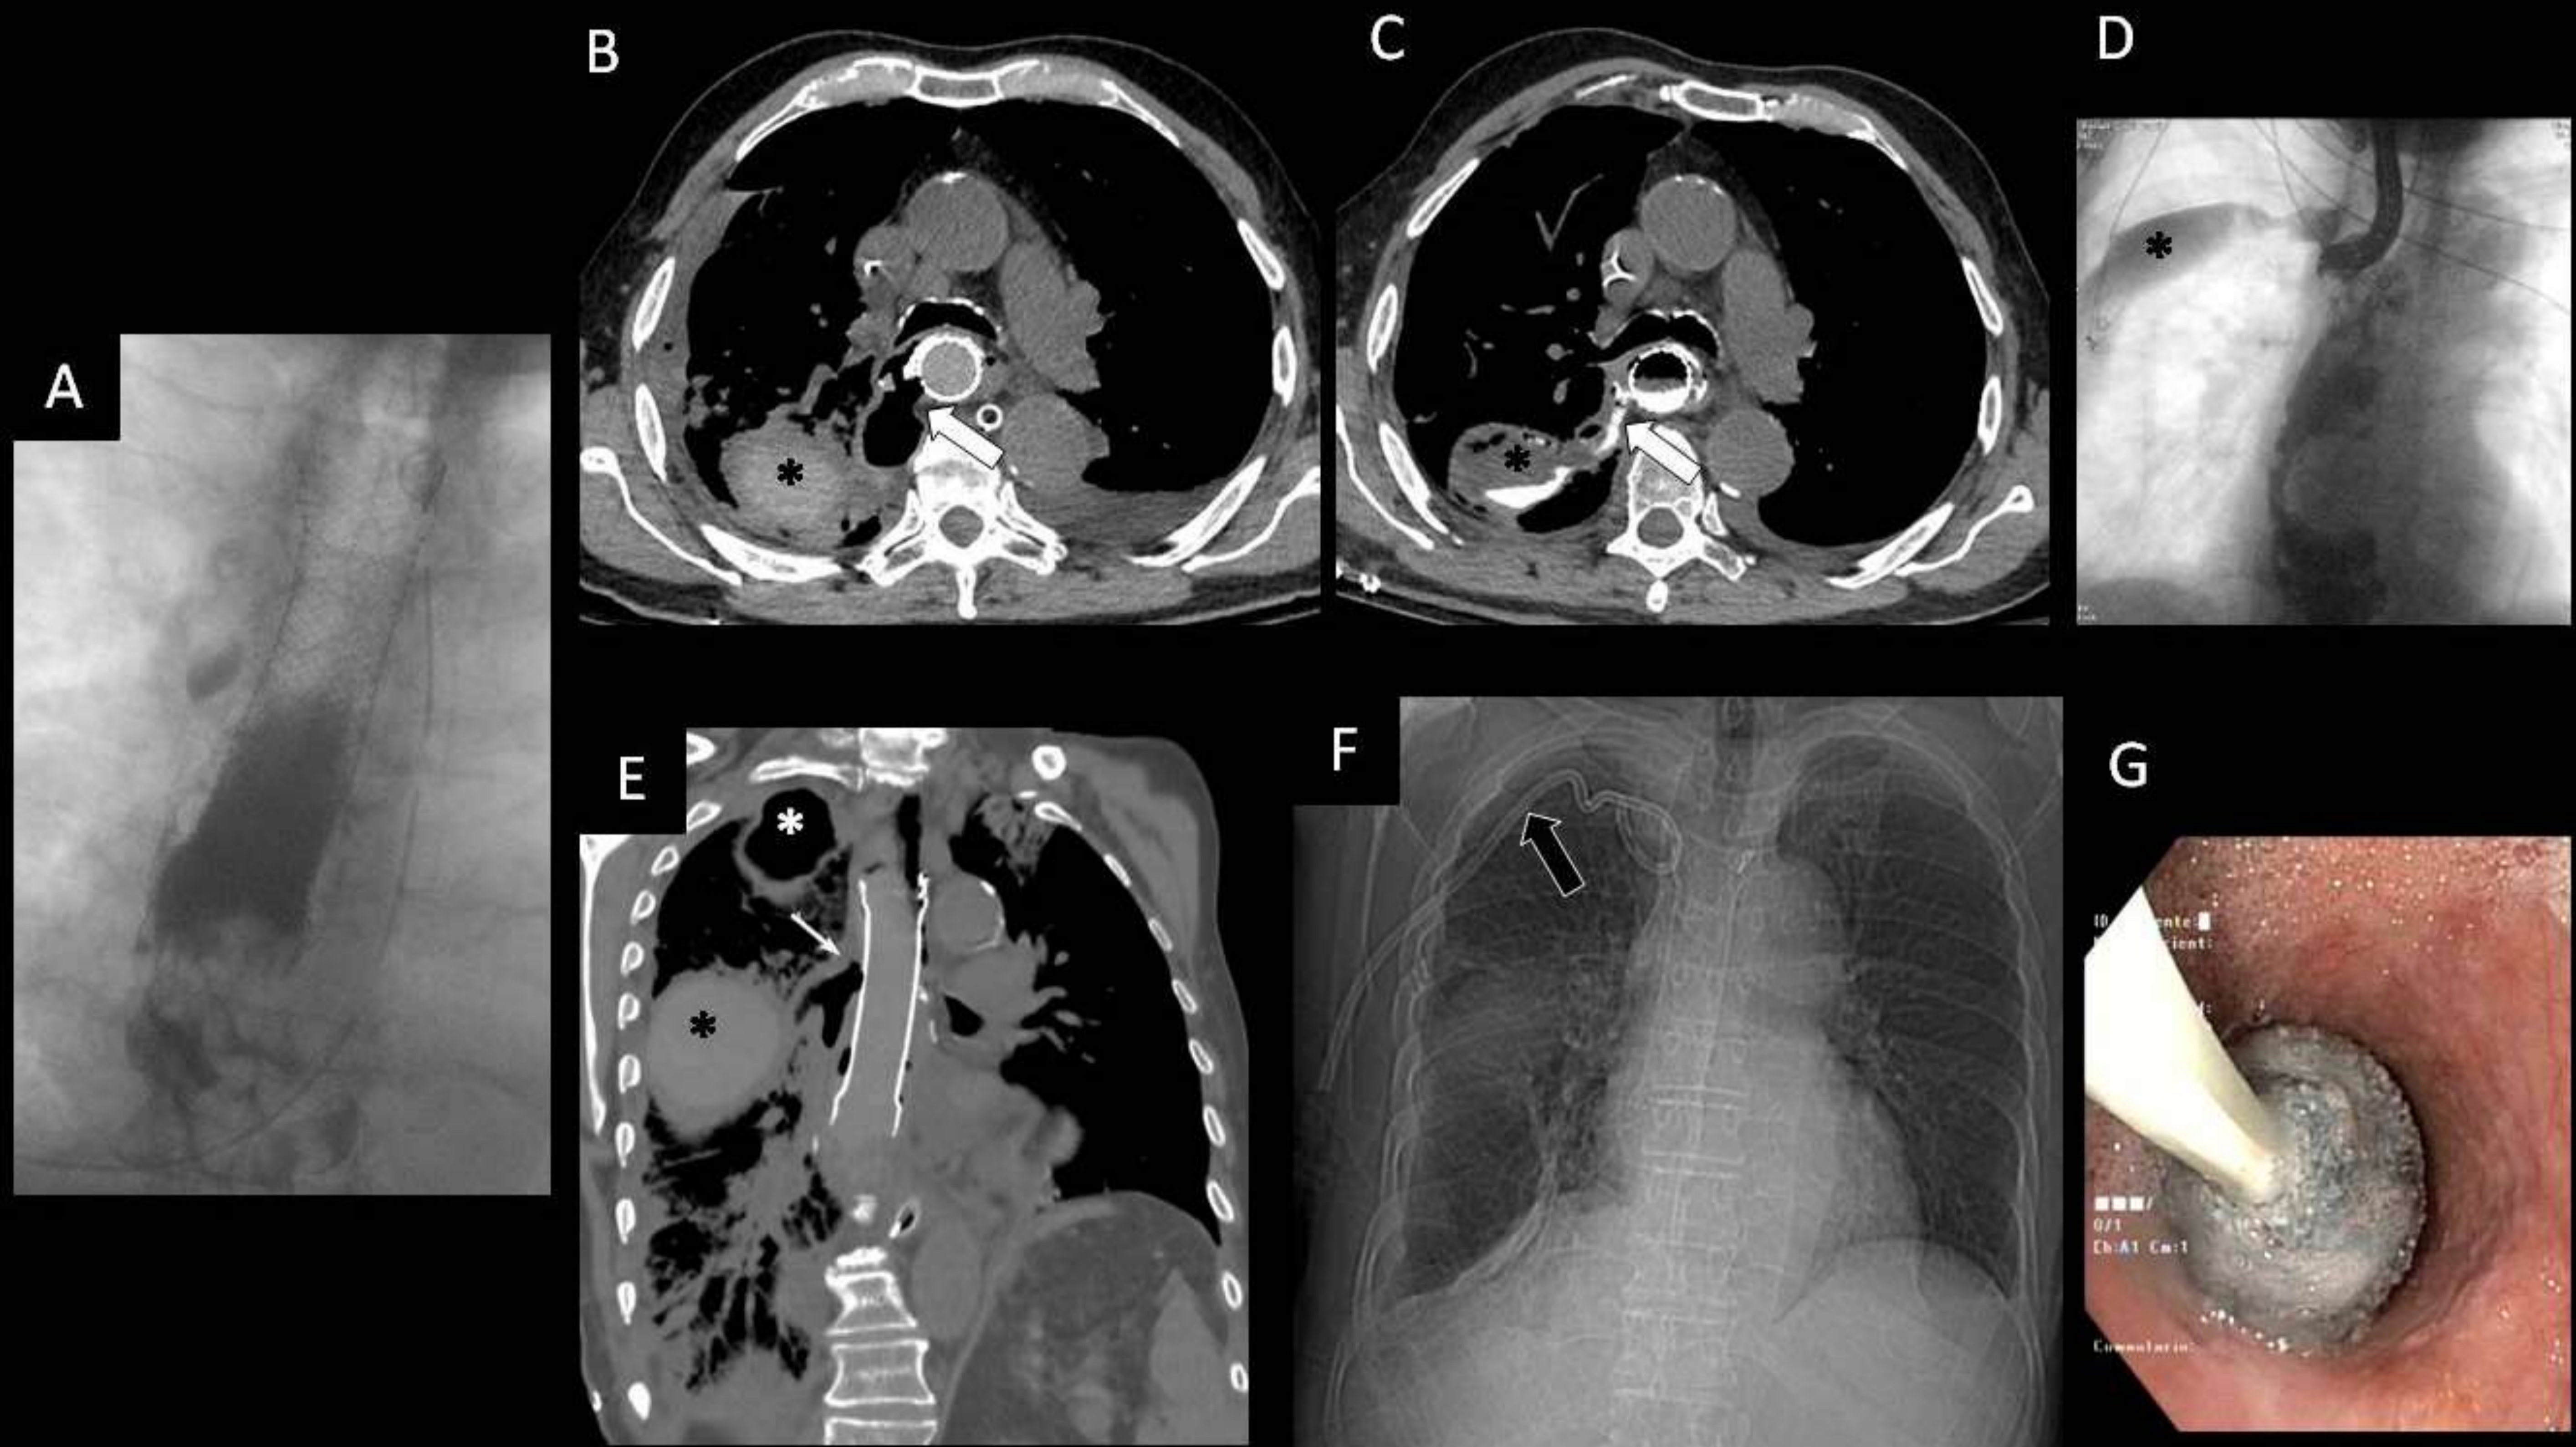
Esofagograma (A, D), TC con contraste intravenoso (B, E), TC con contraste oral (C), topograma PA (F) y endoscopia (G). En el mismo paciente de la figura anterior, se colocó una prótesis esofágica con control endoscópico (A). Posteriormente erosionó las paredes provocando una fístula esofagopleural (flechas blancas) hacia la cisura mayor, donde se observa derrame pleural loculado (asterisco). Se colocó un drenaje percutáneo (flecha negra) en la región paramediastínica derecha y la prótesis (flecha blanca fina) se retiró, mostrando la fístula. Se cerró endoscópicamente realizándose terapia de vacío endoluminal (G).
